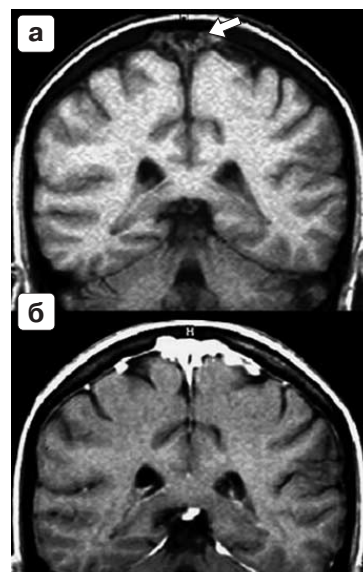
МРТ головного мозга. Лимфома – лептоменингеальный рост. Коронарная проекция ИП SE T1 ВИ. До введения Gd-DTPA центрально и парасагиттально имеется зона со слабо гипоинтенсивным МР-сигналом (стрелка); б – после введения Gd-DTPA отмечается интенсивное накопление препарата в лимфоме.
